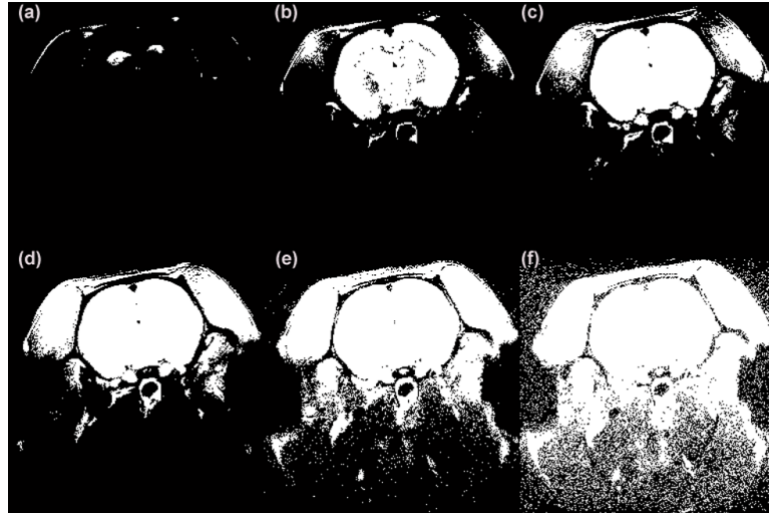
(a-f) Representación de un corte transaxial de una MRI de rata Long-Evans correspondiente a la iteración PCNN número 10, 20, 25, 30, 40 y 50, respectivamente [52].
